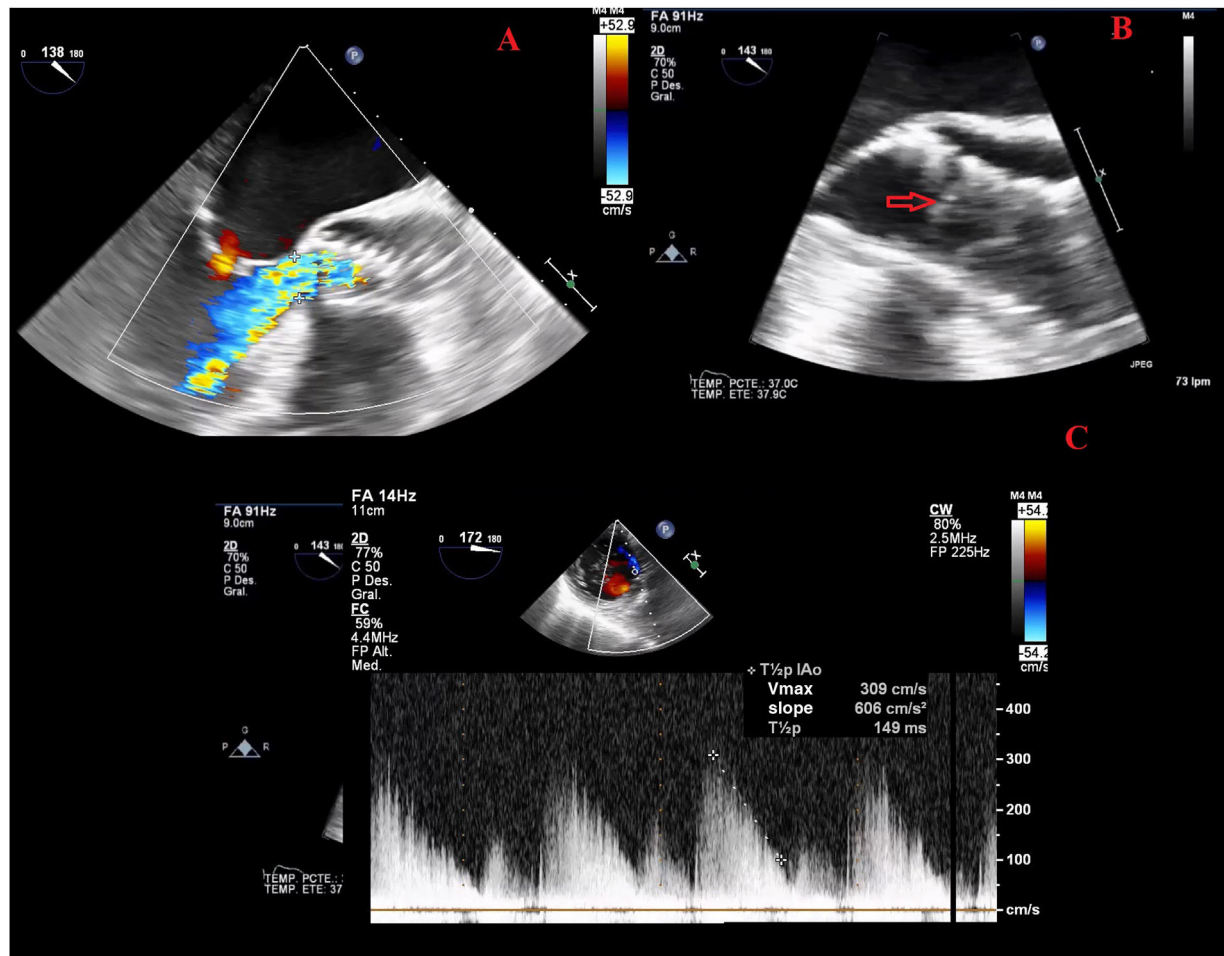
A: ETE Doppler color (plano medioesofágico en el TSVI); válvula aórtica percutánea con un chorro de IAo que ocupa la totalidad del TSVI. B: ETE en plano medioesofágico del TSVI; se puede visualizar la válvula percutánea y la flecha señala un velo desinsertado que indica rotura. C: imagen de ETE con Doppler continuo en plano transgástrico transversal del chorro de IAo. ETE: ecocardiografía transesofágica; IAo: insuficiencia aórtica; TSVI: tracto de salida del ventrículo izquierdo.
